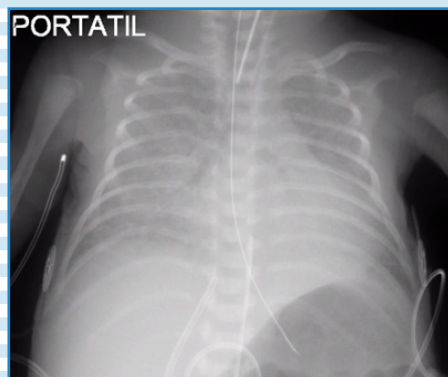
RADIOGRAFÍA DE UN PREMATURO DE 31 SEMANAS QUE A LOS 10 DÍAS DE VIDA PRESENTA DETERIORO RESPIRATORIO ASOCIADO A LA PRESENCIA DE UN DAP HEMODINÁMICAMENTE SIGNIFICATIVO.
